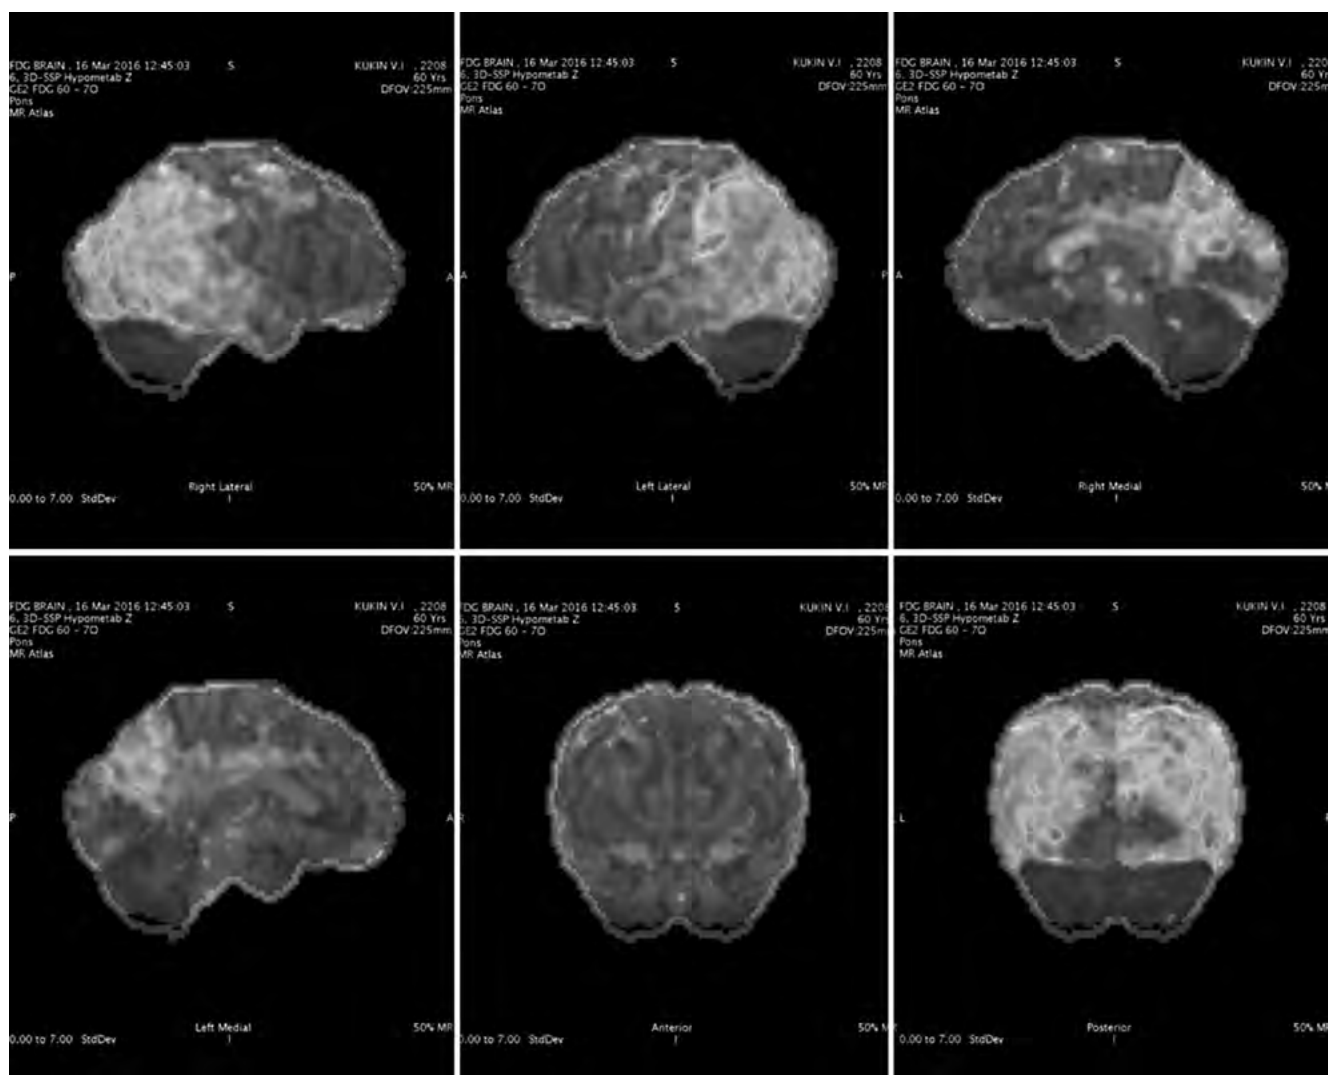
ПЭТ сканы пациента К.
